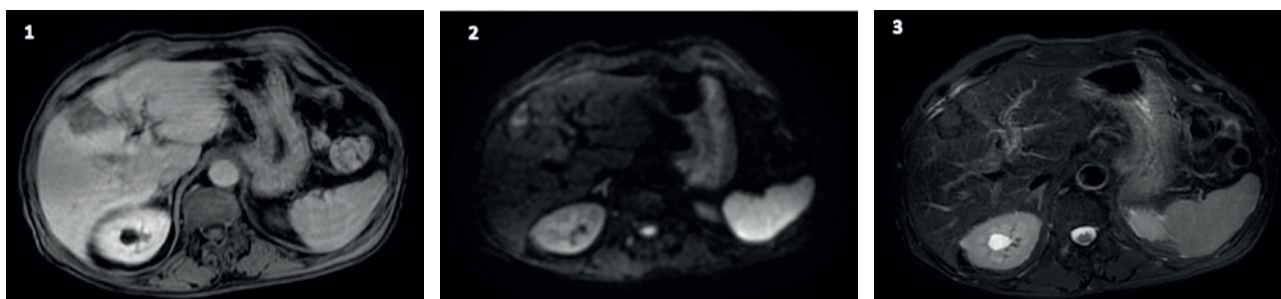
RM hepática. Secuencias; contraste (1), estudio de difusión DWI (2), secuencia T2 (3).
